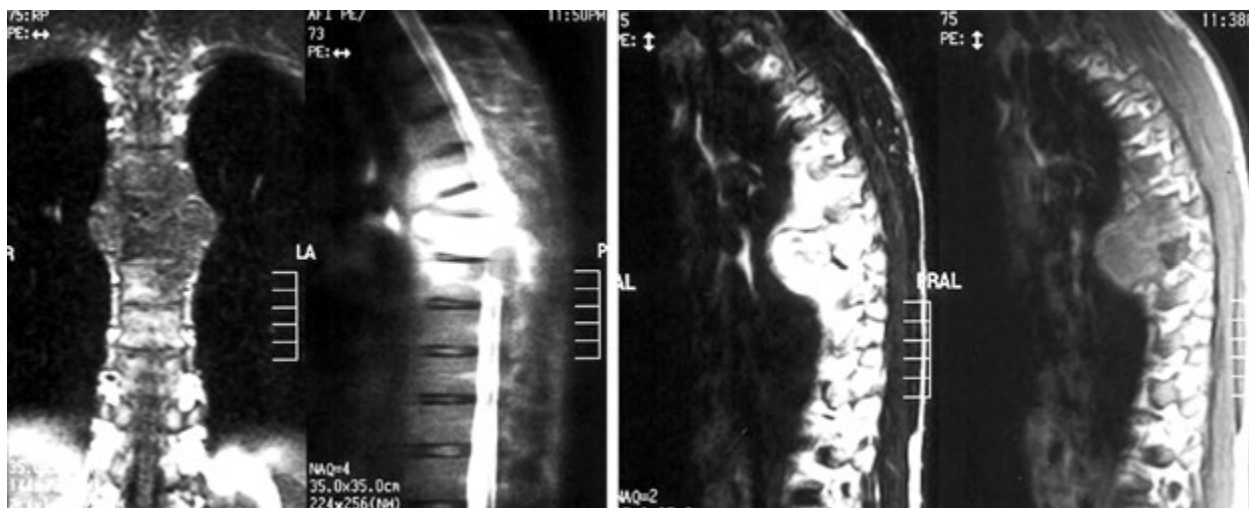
МРТ пацієнта Ш. (історія хвороби № 3319). Візуалізація пре- та паравертебральних напливних абсцесів
